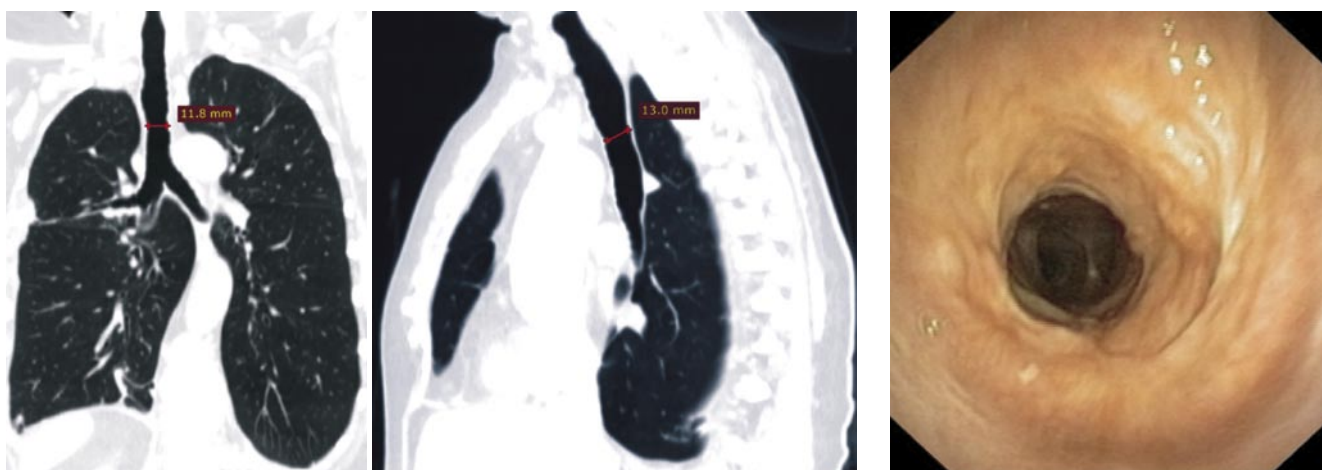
Данные МСКТ через 10 месяцев после эндоскопического бужирования: диаметр просвета трахеи более 1 см
